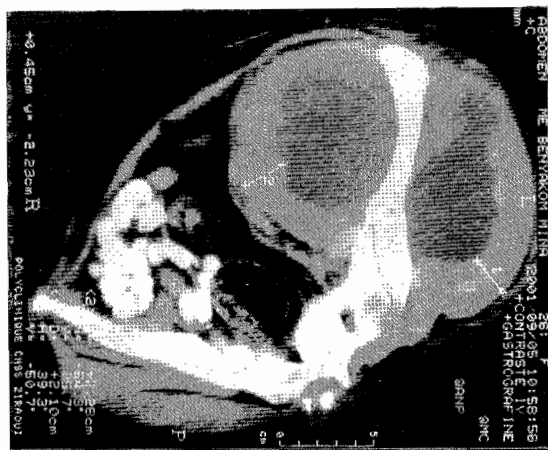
TDM: Rehaussement après injection du PDC des parois de la masse
